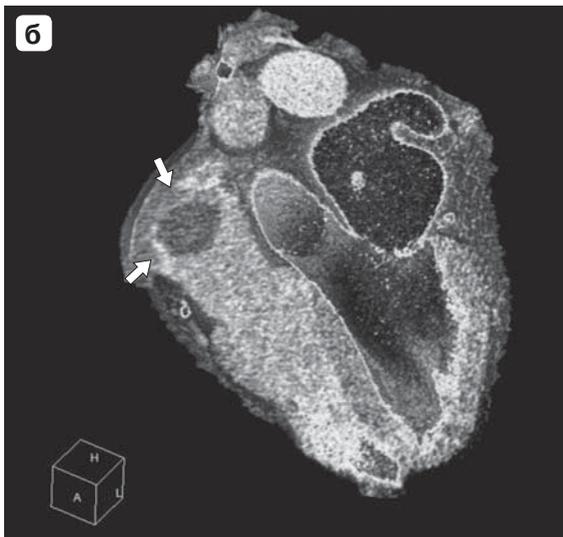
Пристеночный тромбоз правого предсердия. а – КТ-изображение в аксиальной проекции; б – 3D-реконструкция; в – эхокардиограмма. В полости правого предсердия визуализируется тромб овальной формы на широком основании с пристеночным распространением до устья верхней полой вены (стрелки на рис. б).
